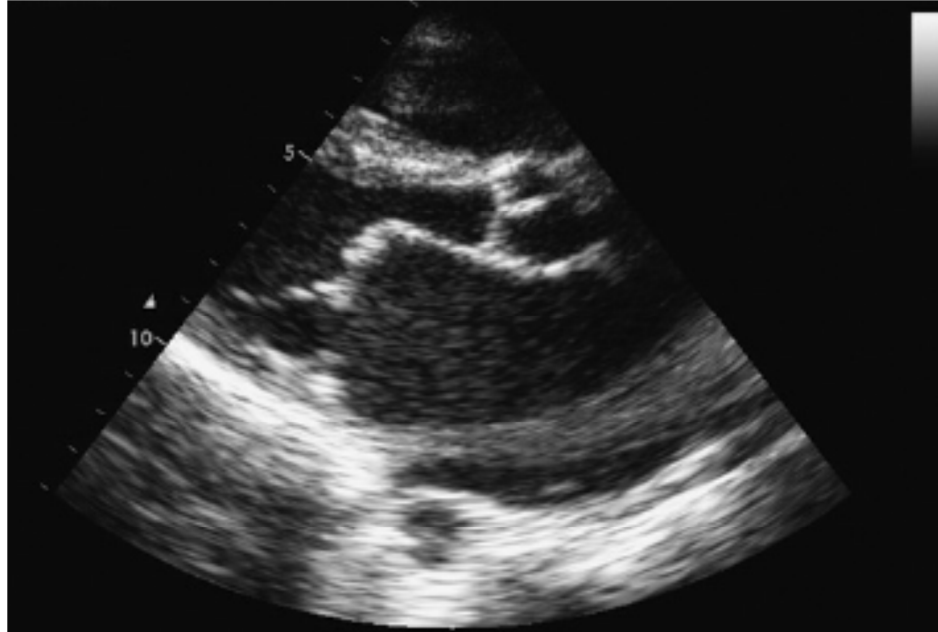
Vue parasternale grand axe : remaniement de la grande valve qui présente un aspect épaisi.
